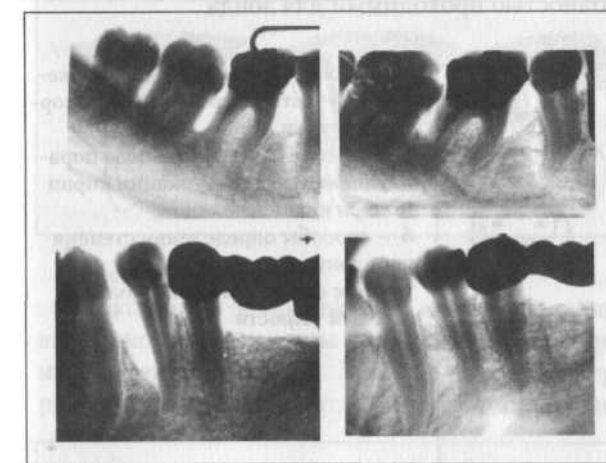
Рентгенограммы больной М., 36 лет. Представлены 47 46 45 33 34 35 зубы а-до операции, б- через 6 месяцев после лечения
